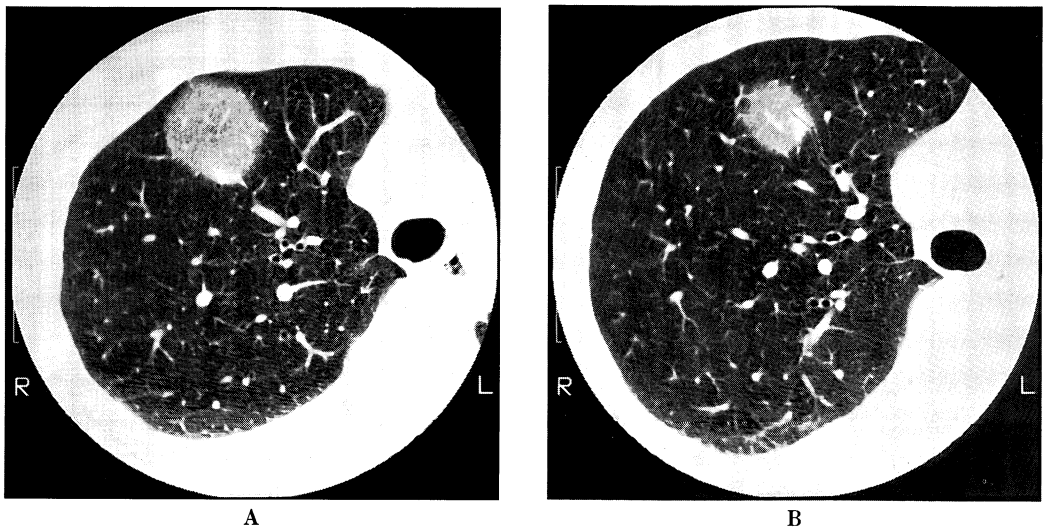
Chest CT scan showing a mass lesion in the right S<sub>1</sub><sup>b</sup>, pleural indentation (2A), airblonchogram (2B)
